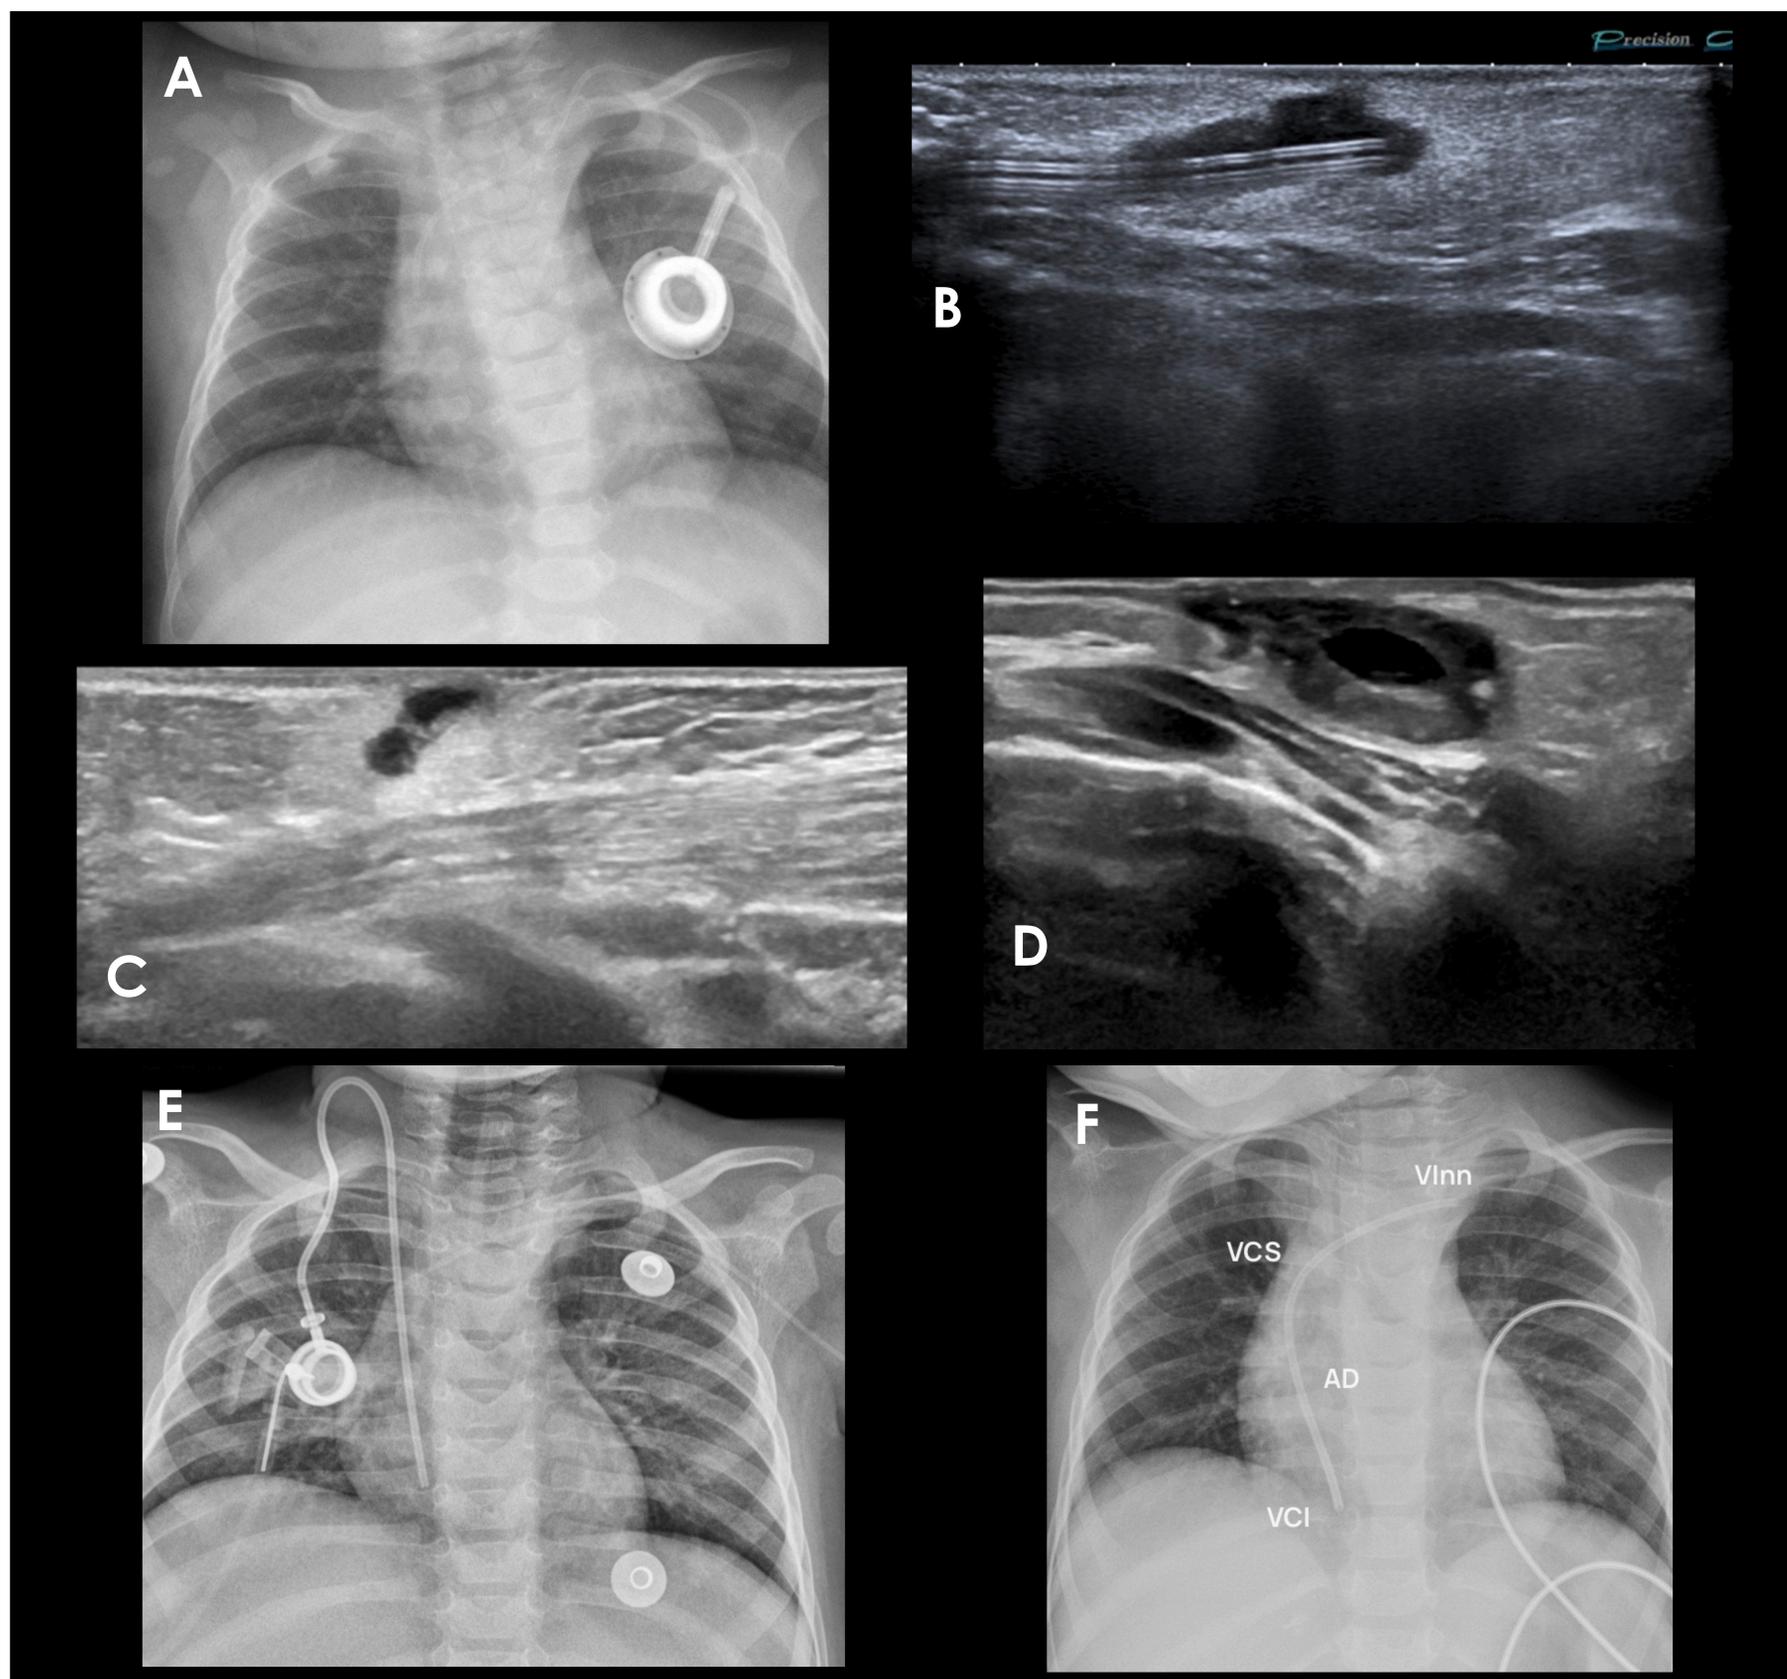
Radiografías AP de tórax y ecografías de tejidos blandos de la región pectoral izquierda.
